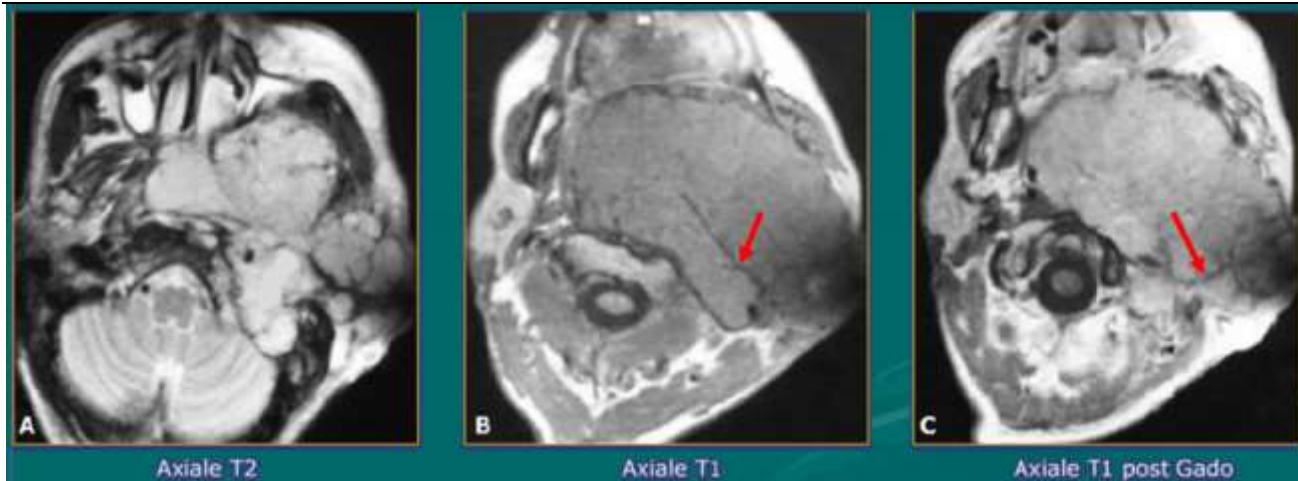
IRM parotidienne montrant une volumineuse masse tissulaire en isosignal T1, hypersignal T2 et se rehaussant de façon intense et hétérogène après injection de Gado. Elle est de contours lobulés parcourue par des cloisons (->)
